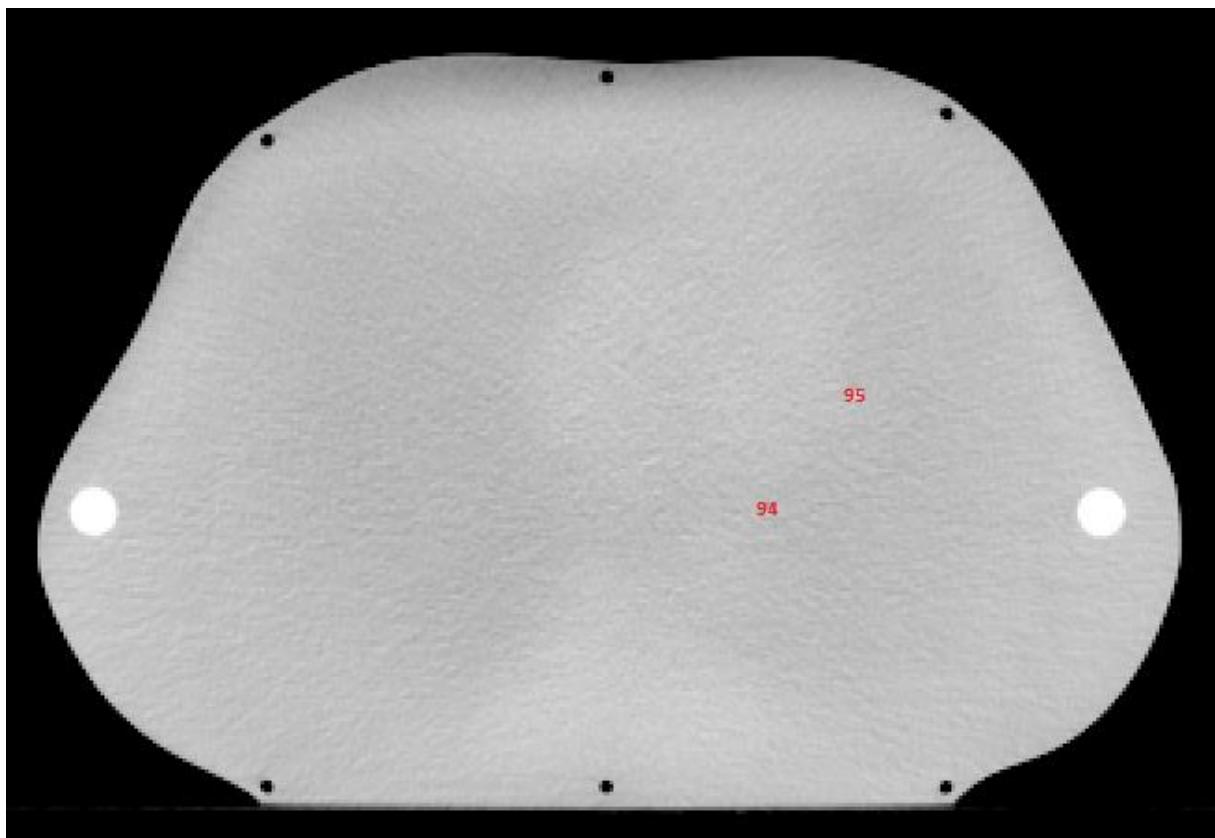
Dosimeterposisjoner CT-snitt 13 i lungefantomet
